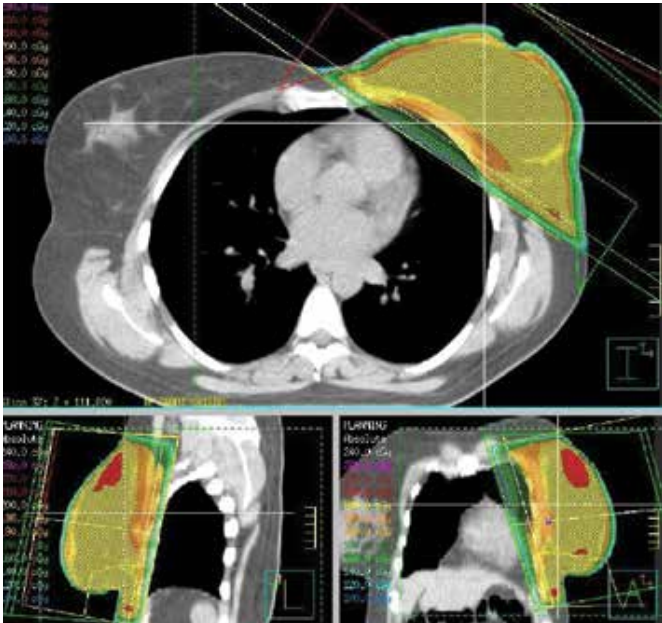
Planification d'un scan CT avec des isodoses d'irradiation
